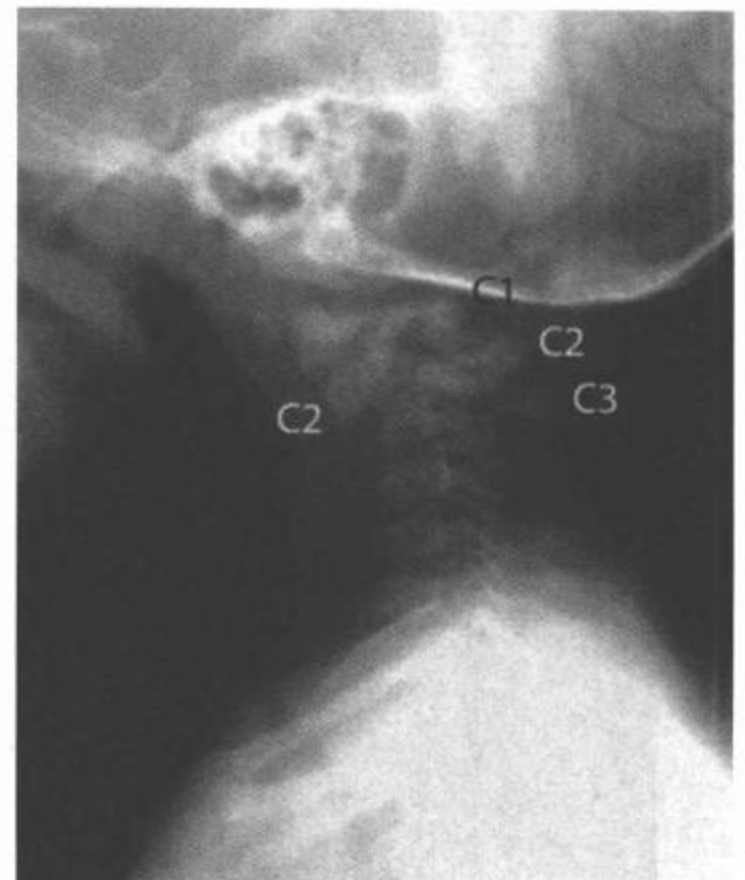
通过齿突中央软骨结合的II型齿突骨折。3岁病人，从床上跌落。颈椎CT侧位定位像(A)、冠状面CT重组图像(B)和矢状面CT重组图像(C)显示齿突中央软骨结合水平的齿突基底骨折(箭)符合II型齿突骨折。
